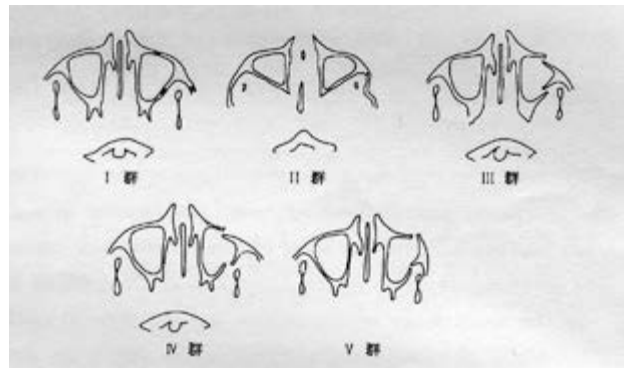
頬骨骨折Knight & North分類のCT画像を用いたIからV群の分類(竹内ら<sup>20)</sup>から引用)
